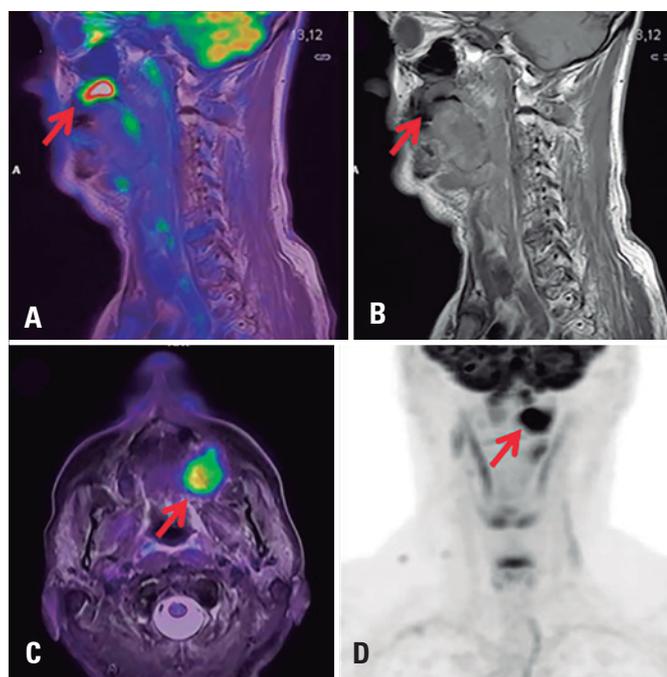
Imagens de ¹⁸F-FDG PET/RM de cabeça e pescoço mostrando captação hipermetabólica na região anterior esquerda da gengiva, estendendo-se para estruturas adjacentes. (A) imagem fusionada PET/RM, corte sagital ponderado em T1; (B) corte sagital ponderado em T1; (C) imagem fusionada PET/RM, corte axial ponderado em T2 com saturação de gordura; (D) PET, projeção em máxima intensidade (setas)
